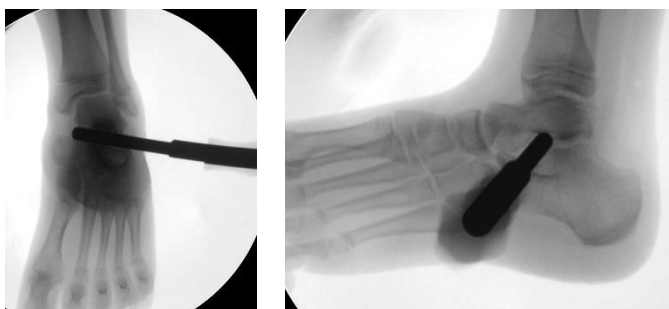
На рентгенограммах: этап формирования канала в подтаранном синусе под имплант Flat-Foot.
